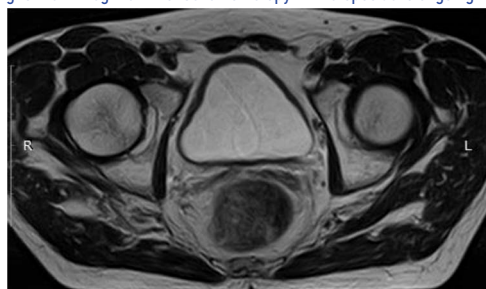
МРТ ОМТ от 07.06.2022. Состояние после 6-го курса лекарственного лечения по схеме EP. Состояние в процессе МХТ препаратом этопозид.
